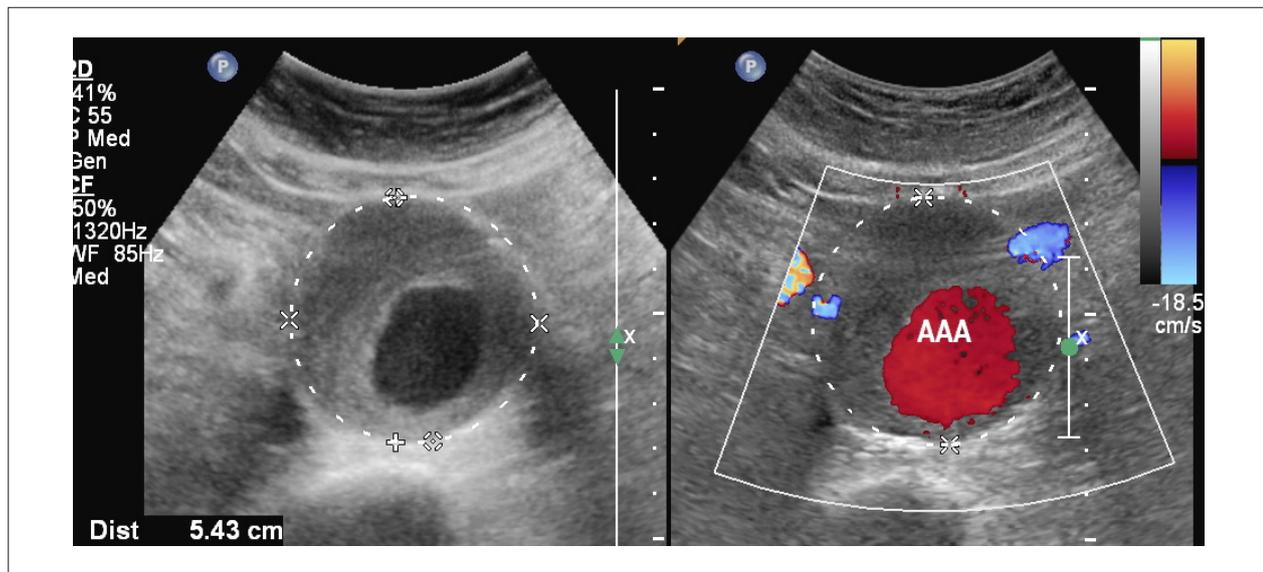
Aneurisma de la aorta abdominal: corte ultrasonográfico transverso demostrando la medida del diámetro anteroposterior (adventicia-adventicia). Criterio para el diagnóstico de AAA: calibre mayor o igual a 3 cm.
